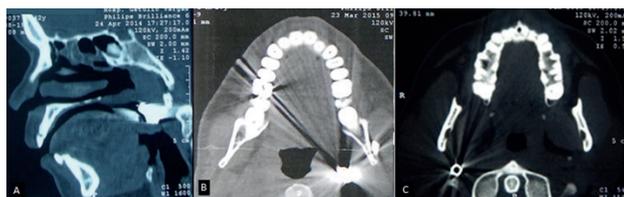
A - Caso 3. Corte Sagital da TC evidencia PAF posteriormente à orofaringe. B - Caso 4. Corte Axial aponta fragmento do projétil medial ao Ramo Mandibular. C - Caso 5. a localização do projétil na zona III do pescoço na região próxima ao trajeto da artéria carótida externa.
